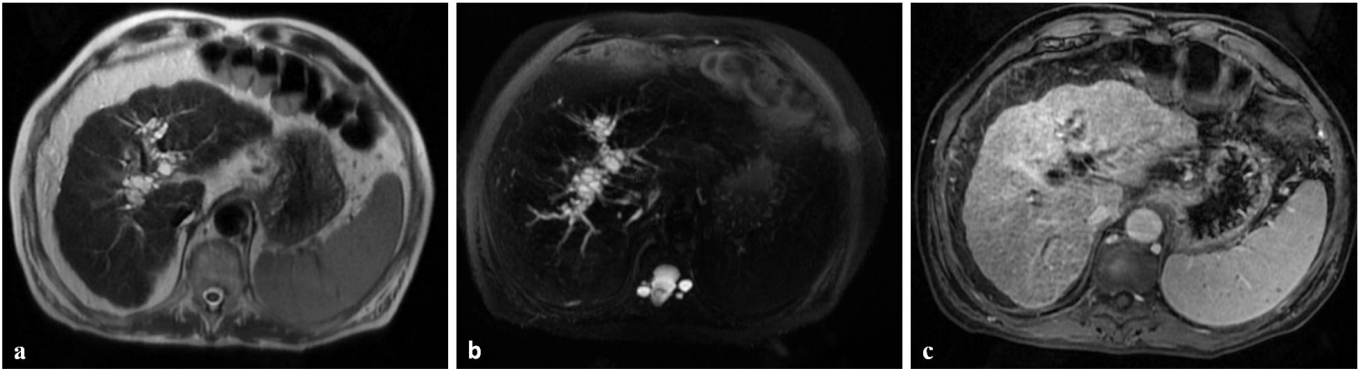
Malattia di Caroli in RM. Ectasia simil-cistica delle vie biliari intra-epatiche con segnale ipertenso in T2 (a); continuità tra lesioni cistiche e vie biliari intra-epatiche ben apprezzabile nella sequenza 3D MRCP Asset (b). Dopo somministrazione di mdc epatospecifico si evidenzia presenza di enhancement all'interno dei dotti biliari intraepatici dilatati, corrispondenti a ramificazioni portali (c).
